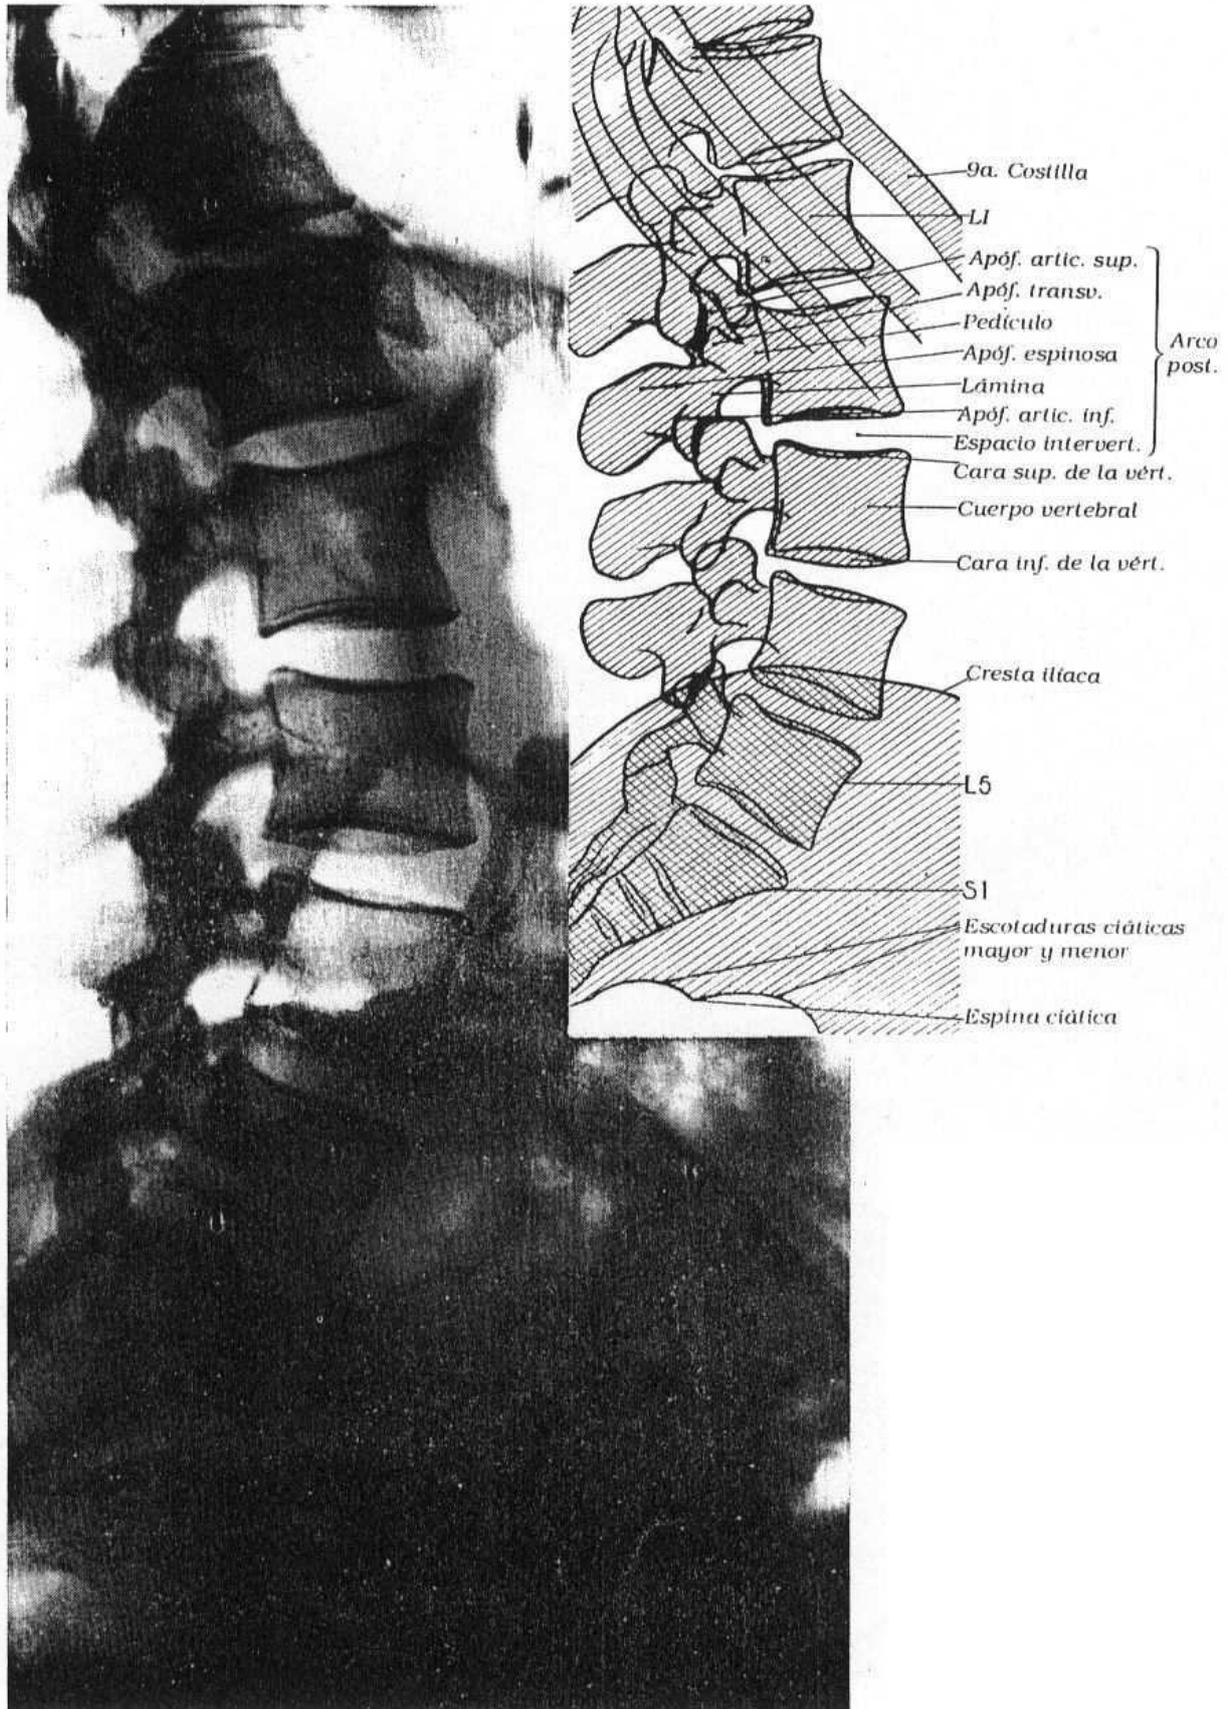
Radiografía del raquis y del sacro, proyección lateral (H. Rouvière)
